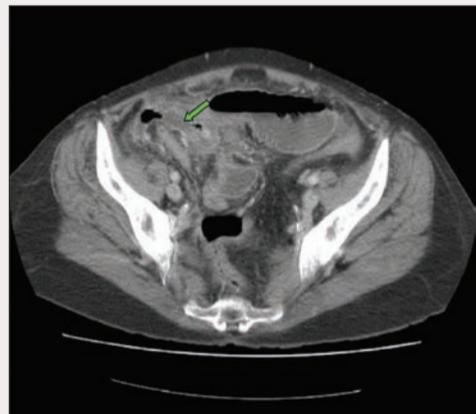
КТ органов брюшной полости: воспаленный аппендикс (зеленая стрелка)
